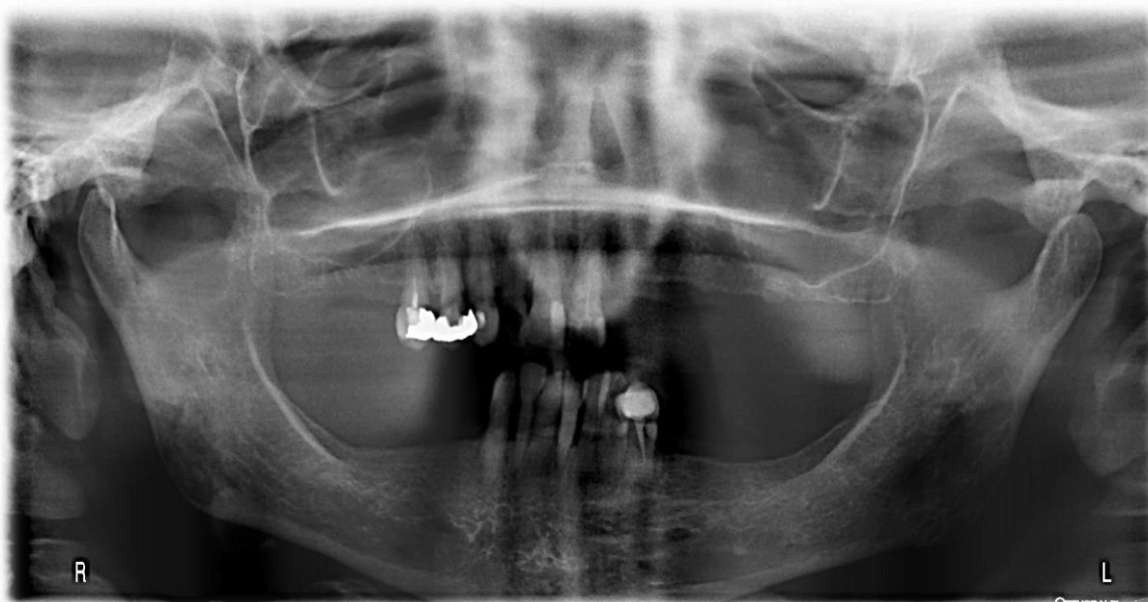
Ortopantomografía inicial, donde se puede apreciar la importante reabsorción que se ha dado en los rebordes alveolares, siendo mayor la remodelación en las hemiarcadas izquierdas, tanto superior como inferior
